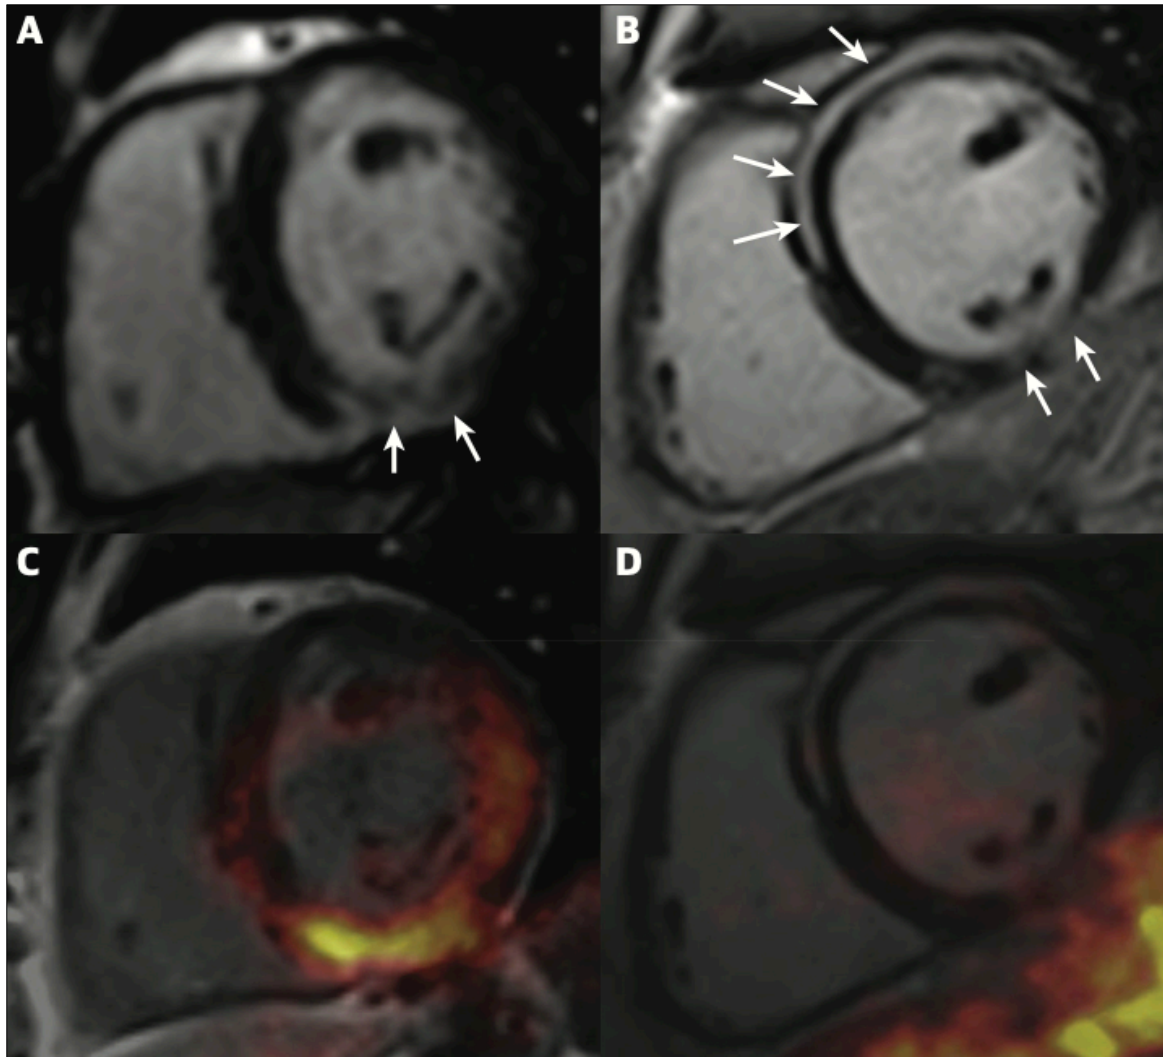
Unterscheidung zwischen aktiver und chronischer Sarkoidose mittels FDG-PET [1]
